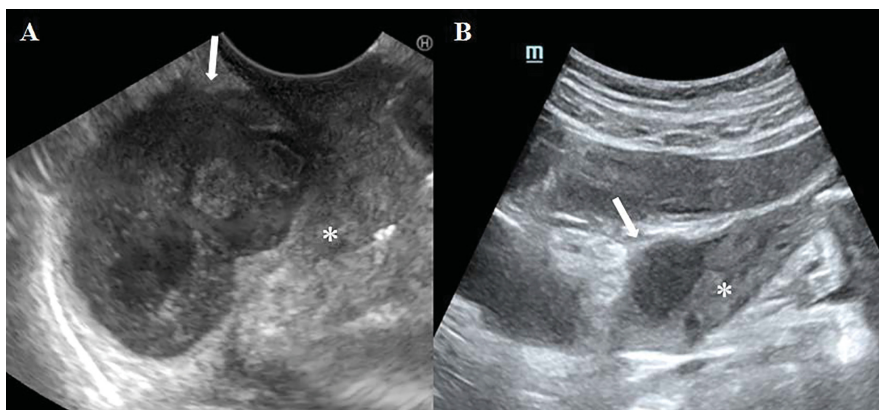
Неоднородное на ЭУС (А) и однородное на УЗИ (В) внутреннее содержимое псевдокисты.
